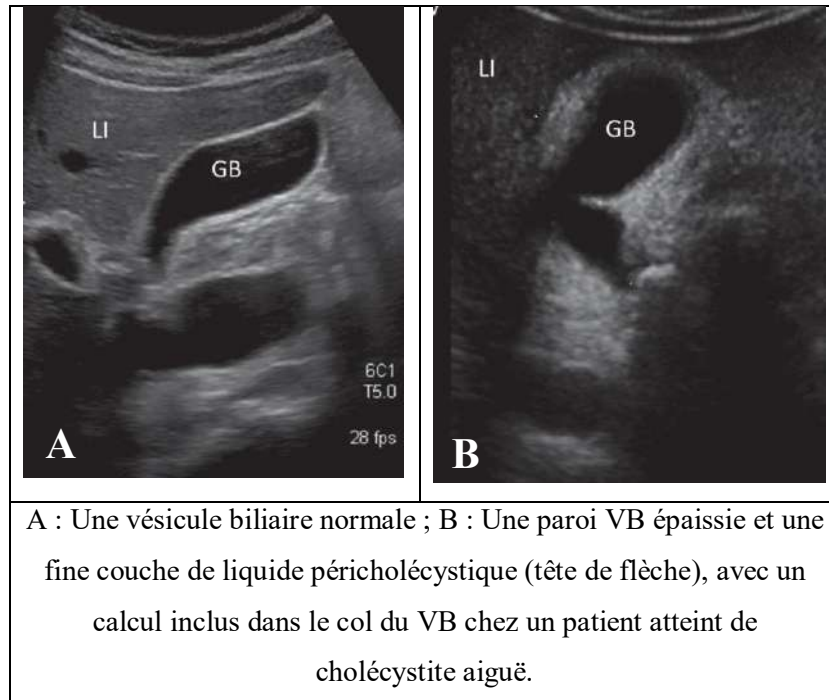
Une image d'échographie montre une vésicule biliaire normale et une cholécystite aiguë. (21)
